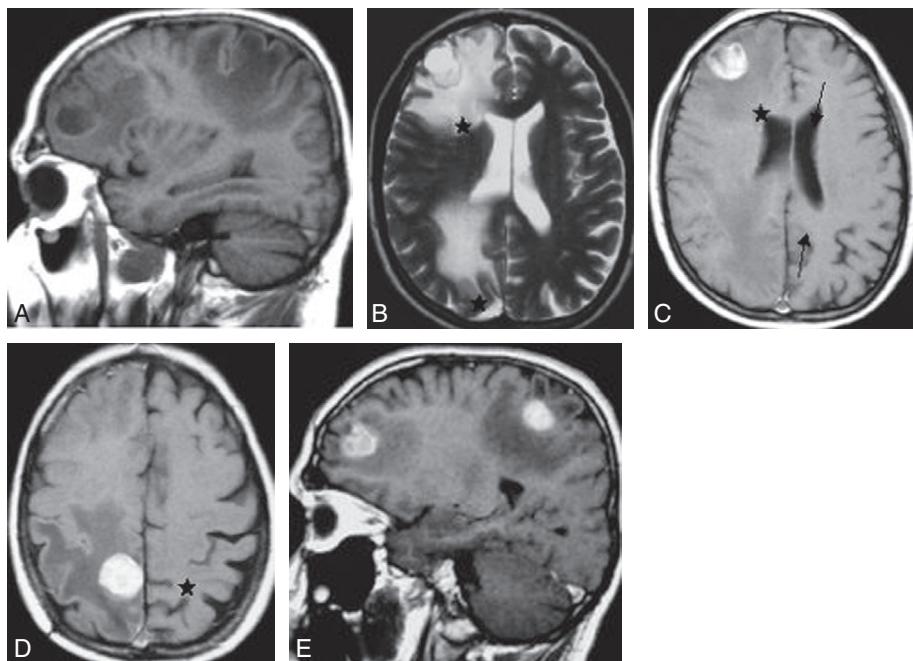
A IRM cérébrale réalisée chez un patient de 67 ans traité pour un adénocarcinome bronchique avec une hémiparésie gauche récente. Présence de deux lésions intracérébrales hémisphériques droites, bien limitées et arrondies, développées respectivement dans la région frontale antérieure et au niveau du lobule paracentral (région centrale interne), en hyposignal T1 et en hypersignal T2, entourées d'un œdème important. Effet de masse sur le ventricule latéral droit avec effacement partiel des cornes frontale et occipitale. Après injection, important rehaussement des deux lésions permettant de les distinguer de l'œdème.
